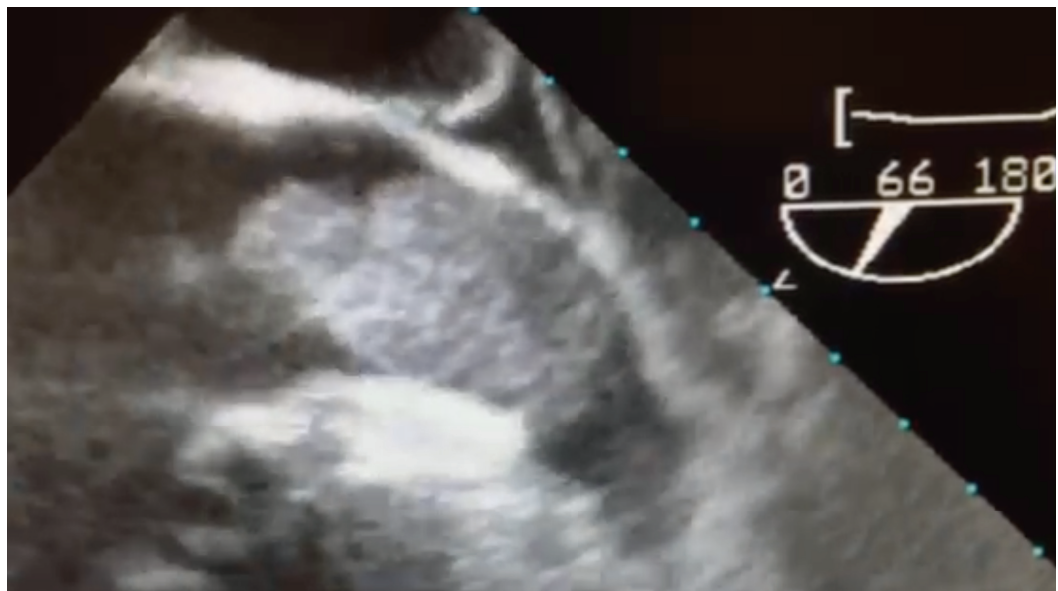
Echokardiographischer Nachweis eines Blutgerinnsels im linken Herzhohr. Eigene Aufnahme.
